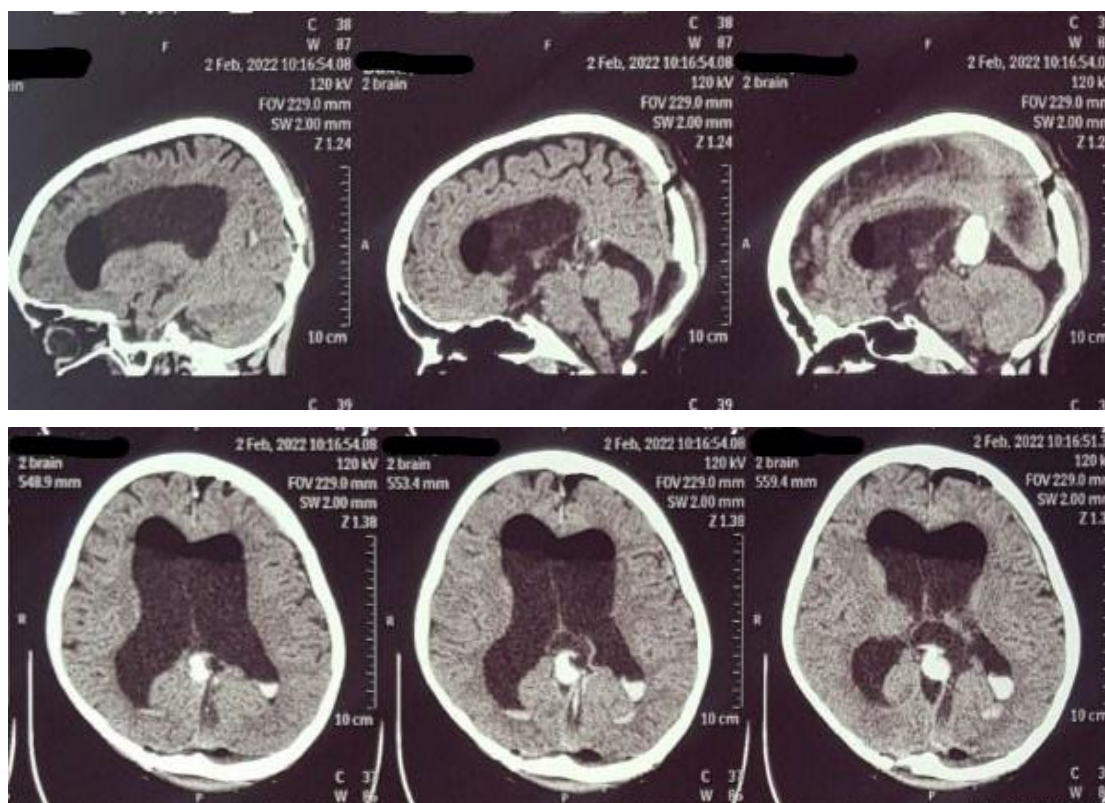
МСКТ - головного мозга - на послеоперационных снимках отмечается часть капсулы плотно спаянной с фальксом со следами геморрагии в ложе опухоли.
